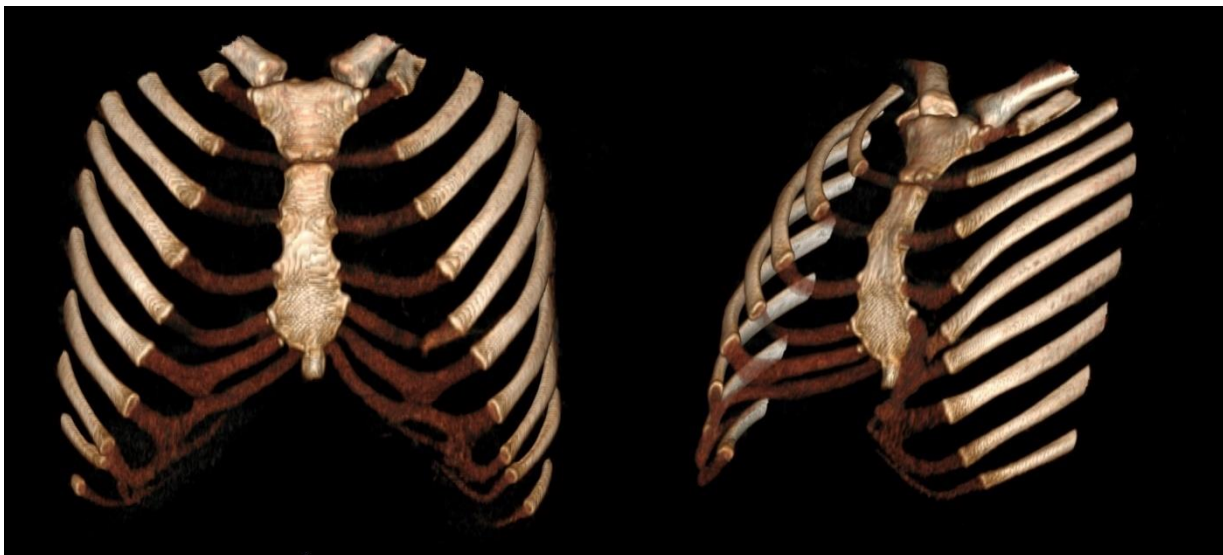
МСКТ-3Д моделирование
